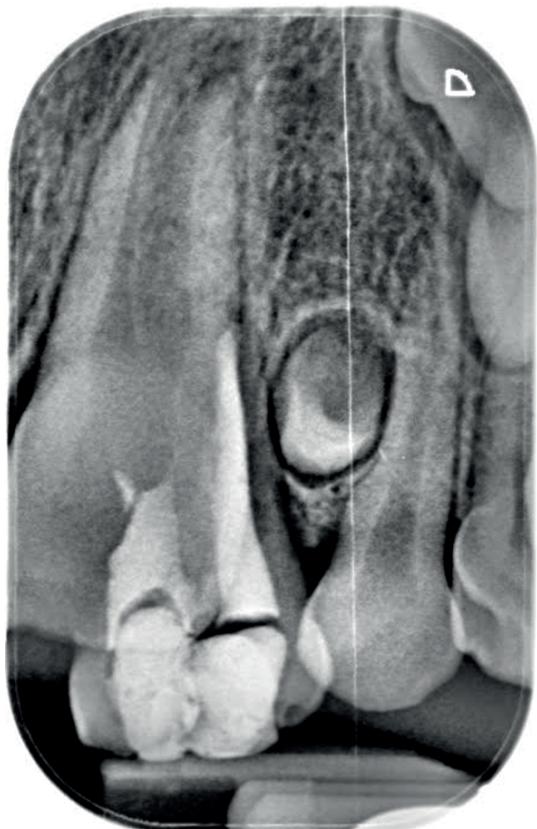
Radiografía periapical de 61-62.
